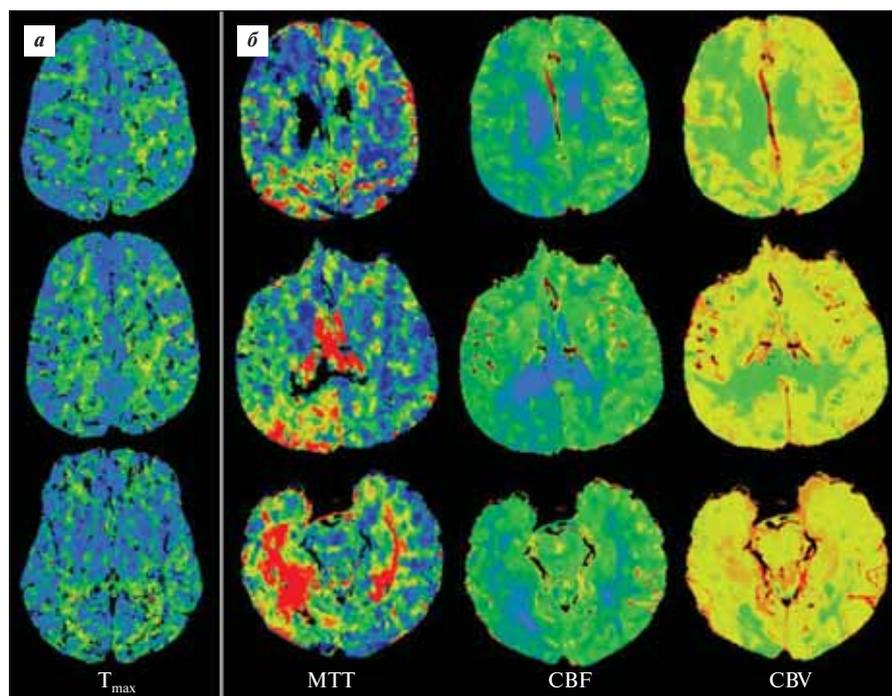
Клинические примеры масок инсульта, идентификация которых облегчается при помощи КТ-перфузии¹.
